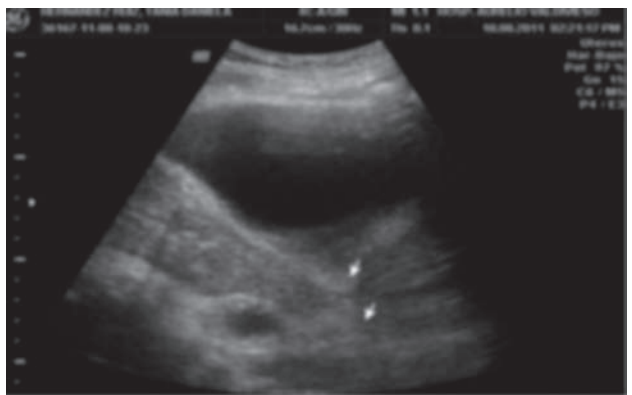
Ultrasonido pélvico.
